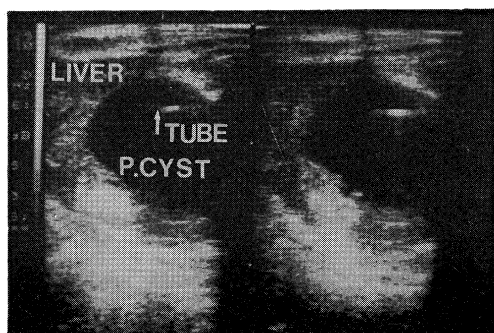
Abdominal ultrasoundgraphy shows just inserted drainage tube into the cyst.
